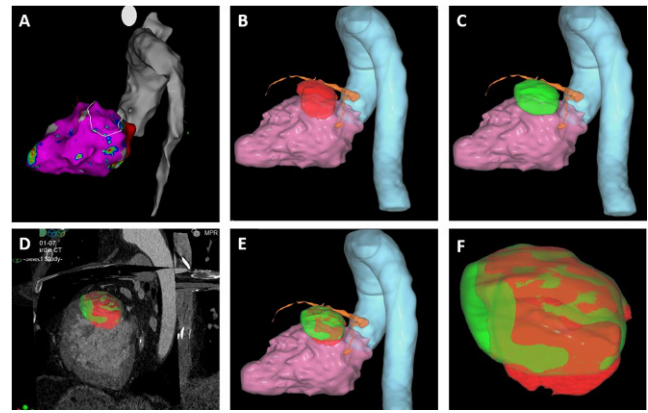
P13-9 A, Screenshot des elektroanatomischen Maps mit markiertem ZV (weiße Linie). B,C, CTV im Planungssystem, nach 2D-3D- (rot) und 3D-3D- (grün) Registrierung. D-F, Überlappung der beiden CTV mit Herz-CT (D), in 3D-Segmentierung des linken Ventrikel und der Aorta (E) und als Detailstruktur (F)
